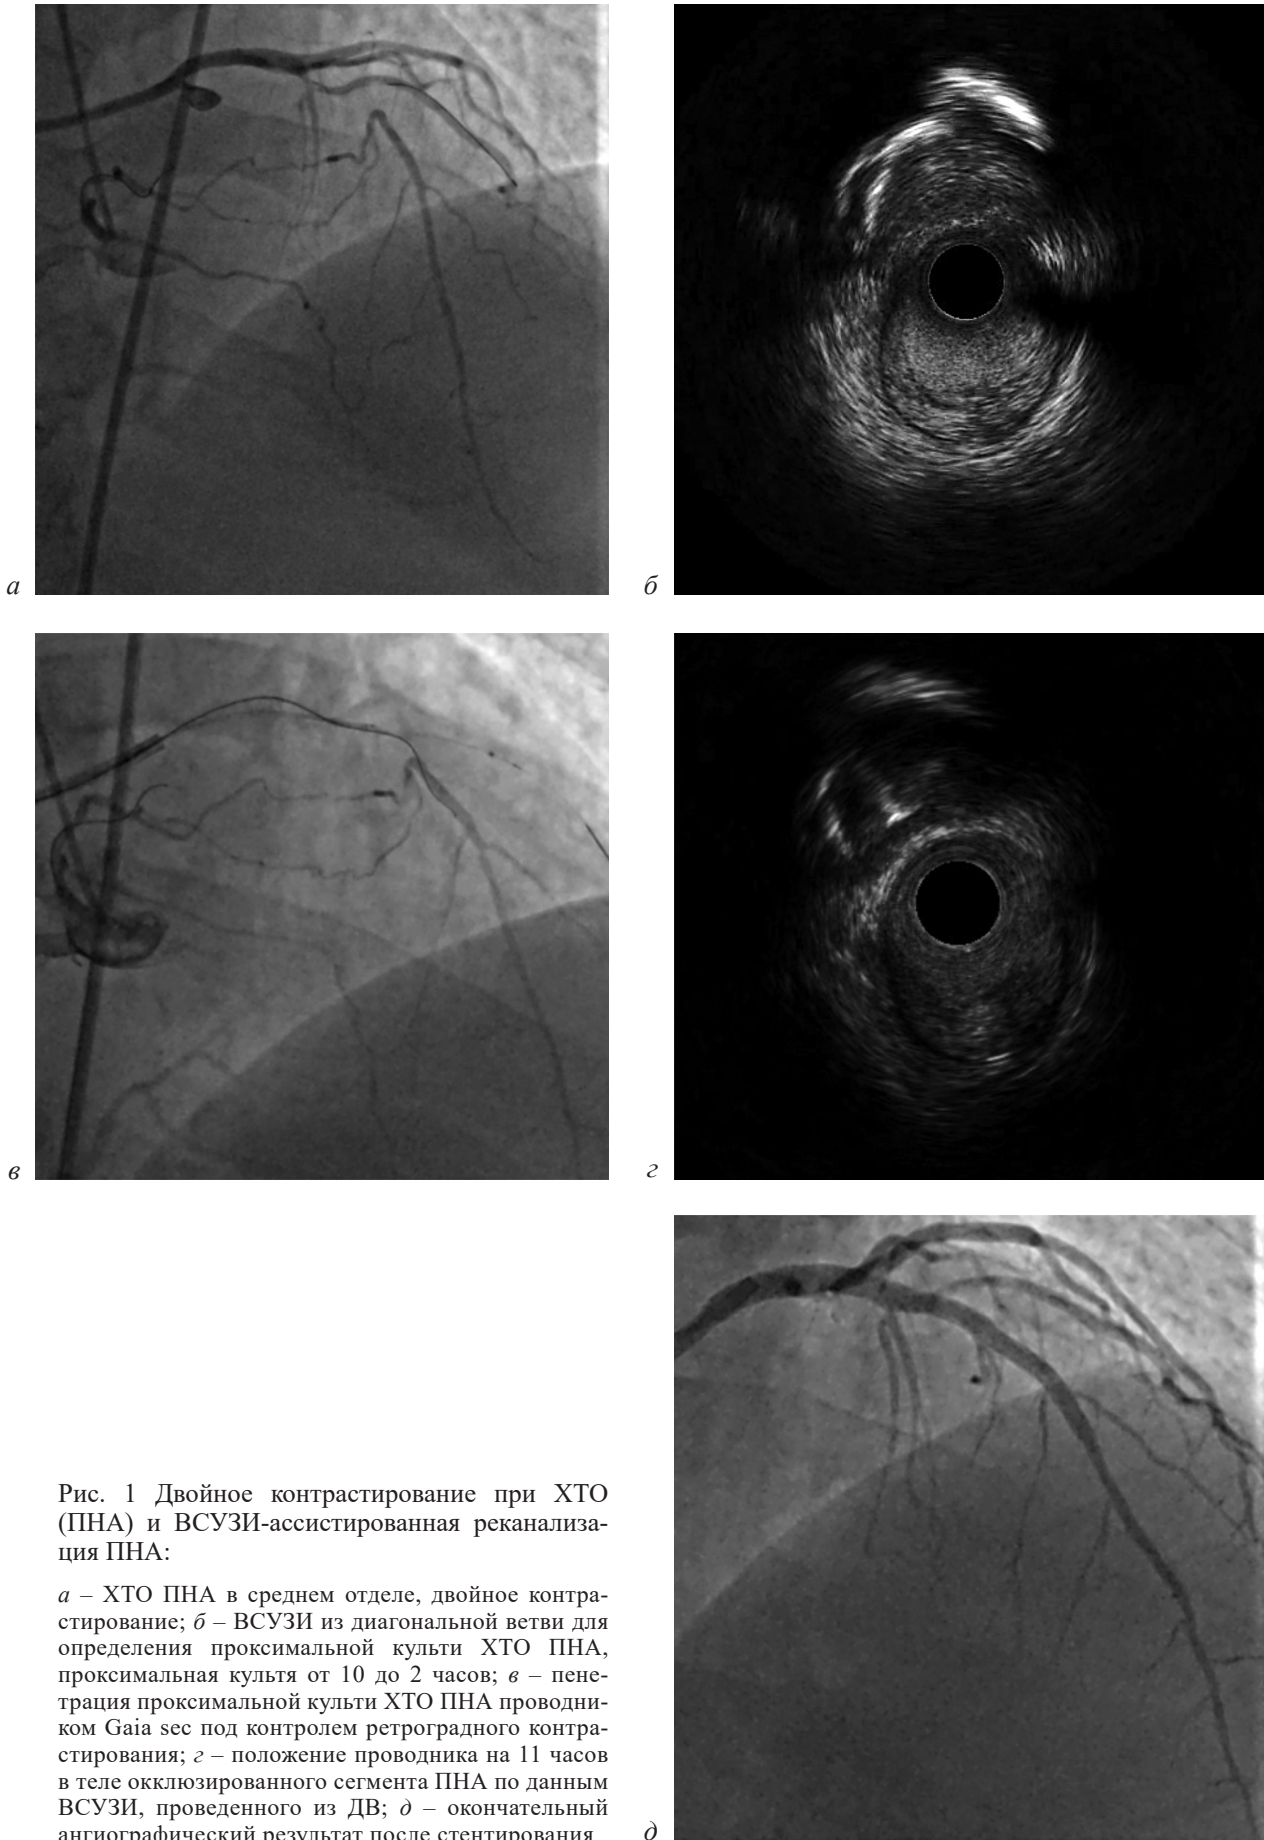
Двойное контрастирование при ХТО (ПНА) и ВСУЗИ-ассистированная реканализация ПНА:
